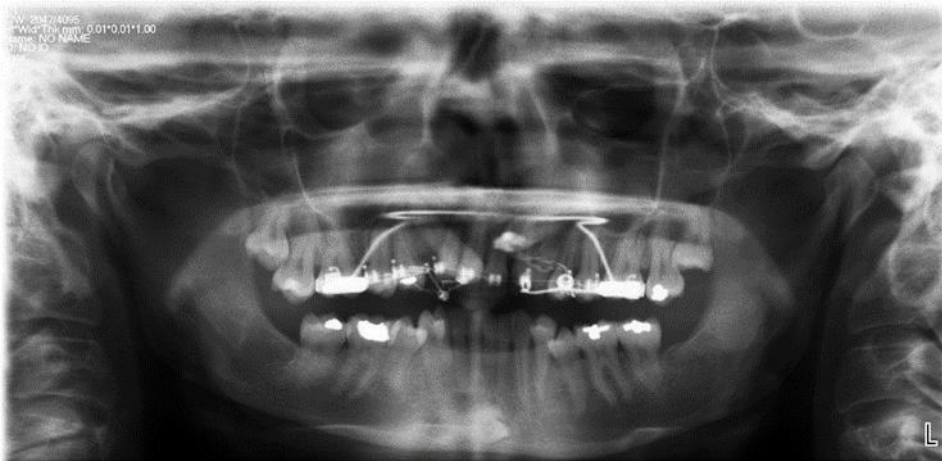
Ortopantomografía una vez colocada la ortodoncia y realizada la cirugía de rescate. Se observa que el canino derecho ha cambiado su posición mientras que el izquierdo sigue en bóveda palatina.
